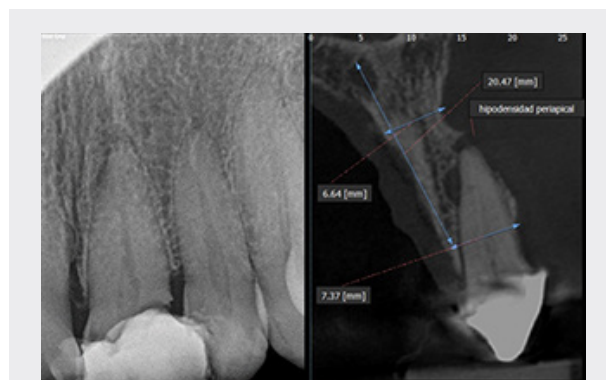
LAS IMÁGENES PERTENECEN A UN PACIENTE DE SEXO MASCULINO DE 40 AÑOS QUE PRESENTABA DOLOR EN LA PIEZA 2.1. LA IMAGEN DE LA IZQUIERDA ES UNA PERIAPICAL EN LA CUAL SE OBSERVA UNA INTERRUPTIÓN DE LA CORTICAL ALVEOLAR A NIVEL APICAL CON UNA RADIOLUCIDEZ PERIAPICAL. LA IMAGEN DE LA DERECHA CORRESPONDE A UN CORTE TRANSVERSAL DE LA MISMA PIEZA, DONDE SE OBSERVA UNA HIPODENSIDAD APICAL Y ADEMÁS, UNA INTERRUPTIÓN DE LA CORTICAL ALVEOLAR POR PALATINO CON UNA HIPODENSIDAD QUE CORRESPONDE A UN CONDUCTO LATERAL QUE NO SE VISUALIZA EN LA PERIAPICAL.
